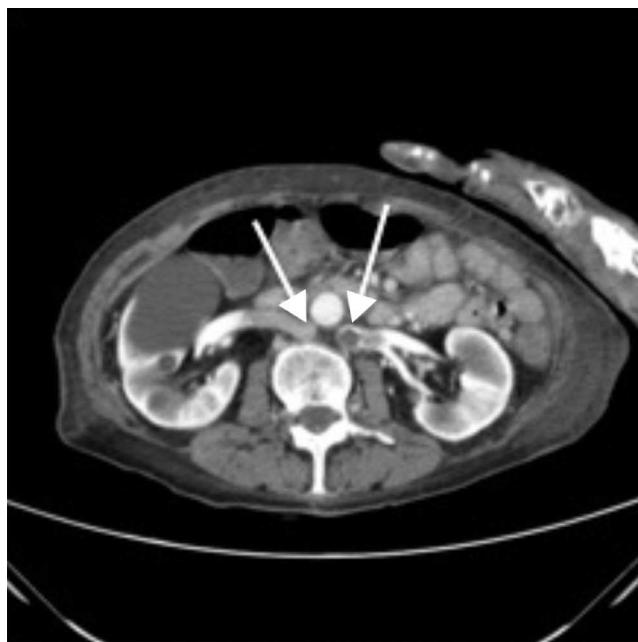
Angio-TC. Duplicação da veia cava inferior (setas).
